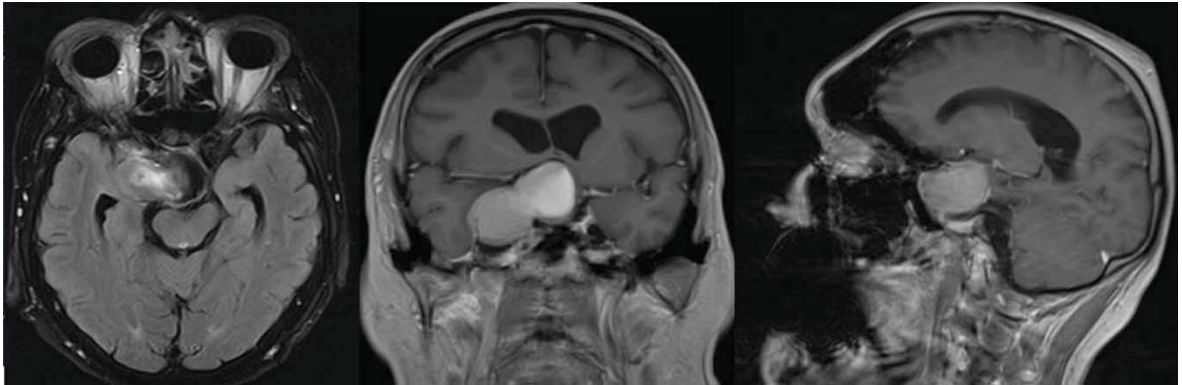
МРТ исследование головного мозга от августа 2016 года, до второй операции. Сохраняется эндо-супра-латероселлярная опухоль гипофиза
